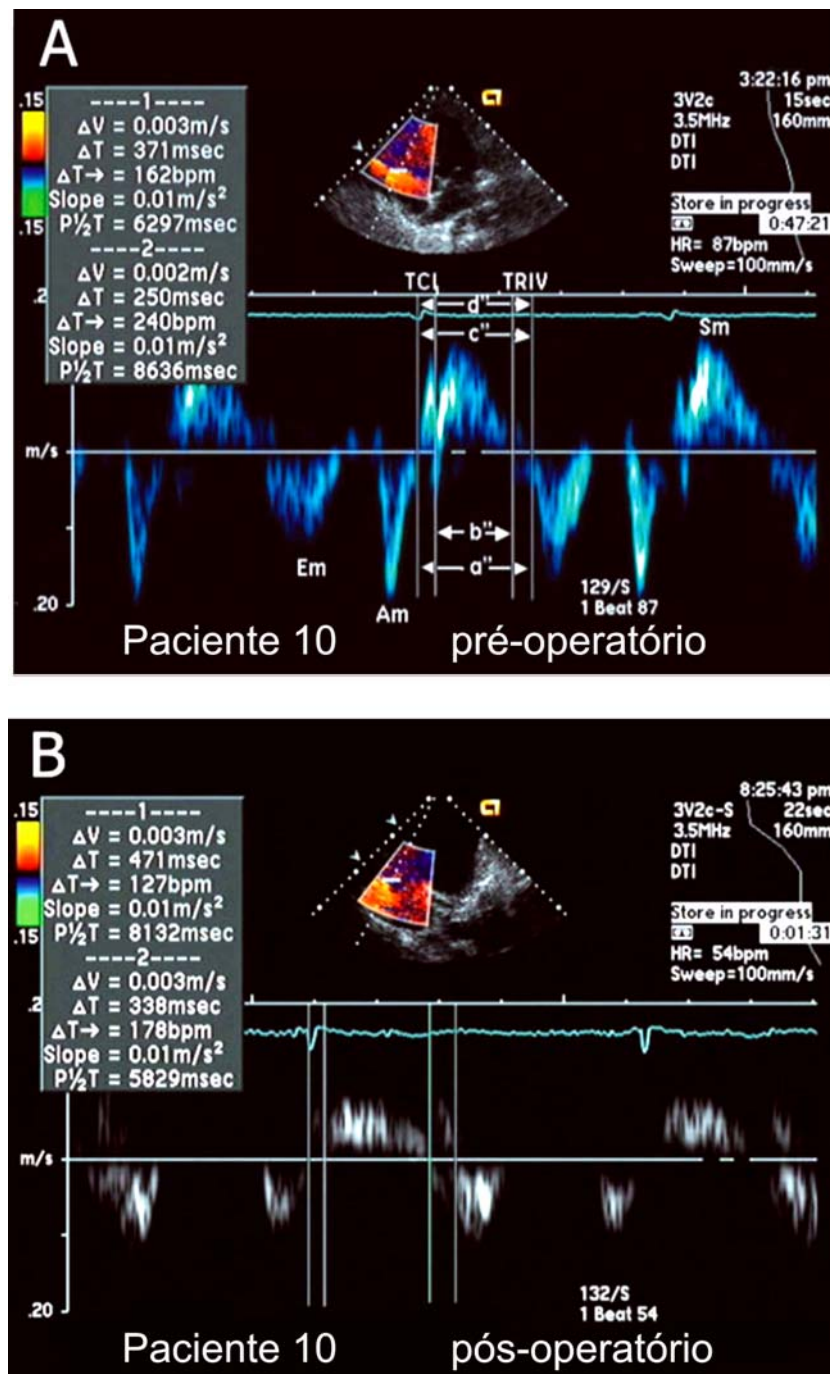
IDM de VD obtido a partir do traçado de Doppler tecidual da margem lateral do anel tricúspide em corte apical quatro câmaras: IDM no pré-operatório= 0,48 (12A), enquanto que IDM no pós-pericardiectomia= 0,39 (12B). TCL= tempo de contração isovolumétrica; TRIV= tempo de relaxamento isovolumétrico; a''= intervalo da onda R do QRS ao início da onda da velocidade diastólica tecidual do VD no ciclo seguinte; b''= tempo de ejeção do VD.
